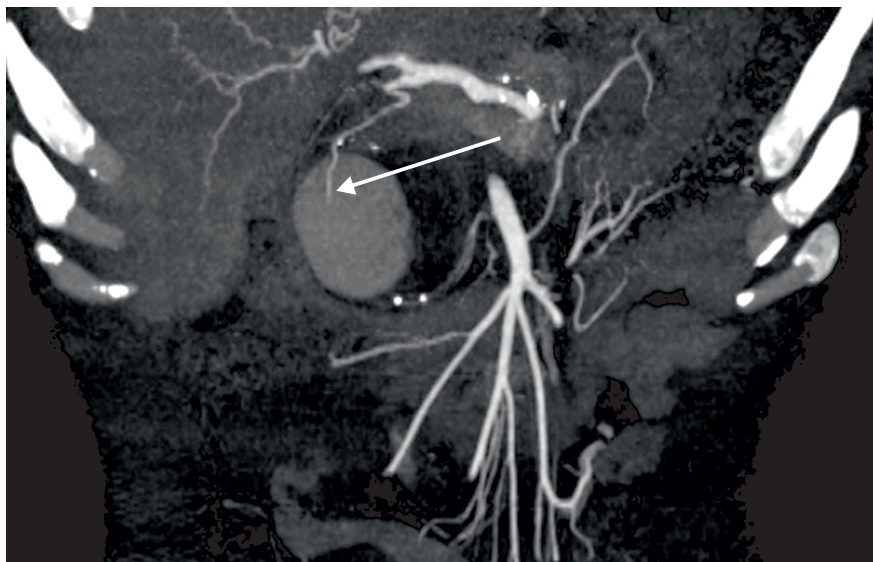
КТ. Кровотеча в порожнину ПК ПЗ із гастродуоденальної артерії
